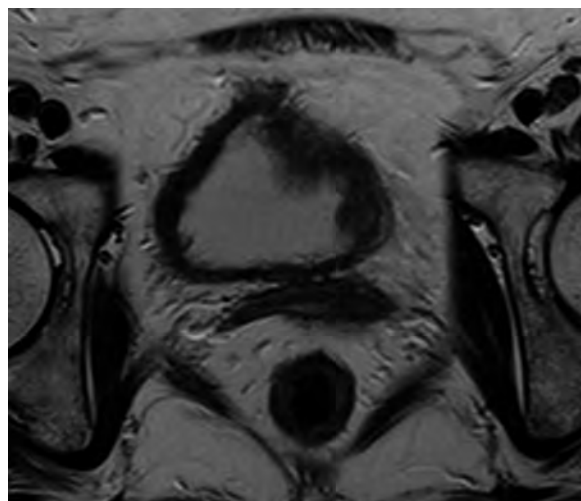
MRI showed diffuse thickness of the left bladder wall.
